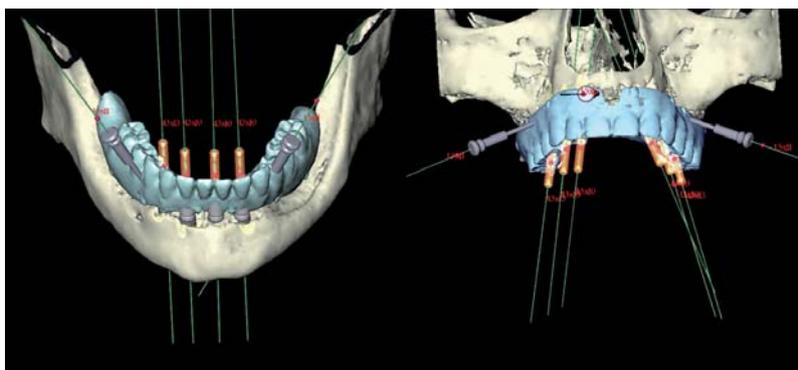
Das NobelGuide™-Verfahren ermöglicht – auf Basis dreidimensionaler CT- oder DVT-Aufnahmen – ein exaktes, forensisch sicheres Vorausplanen des implantologischen Eingriffs wie der Prothetik durch das Herstellen des Meistermodells direkt von der Operationsschablone.
